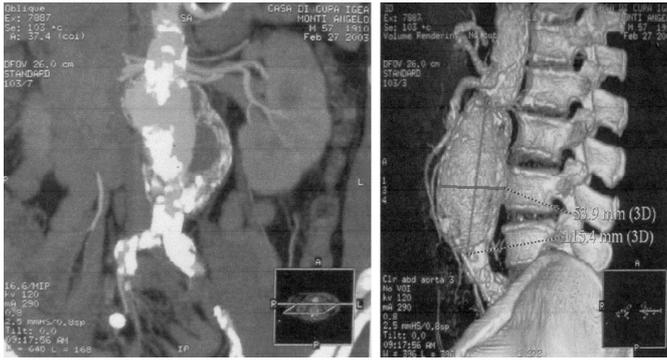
Angio-TC di JRA di voluminose dimensioni.
